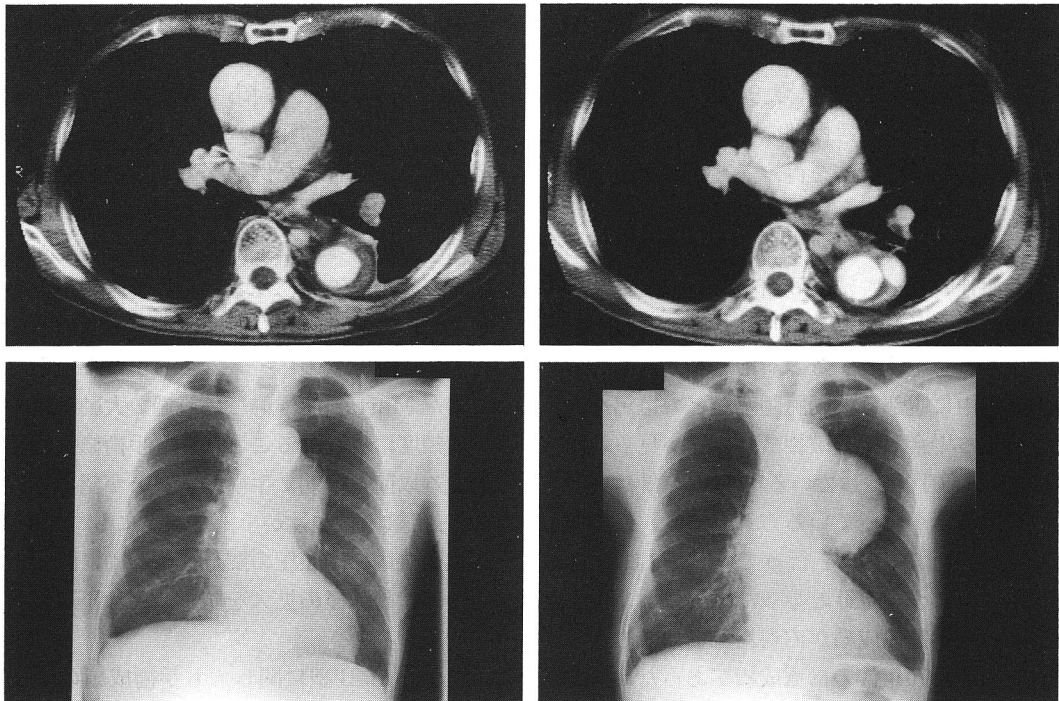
血栓閉塞型解離例の遠隔期死亡例のCT写真と胸部写真
